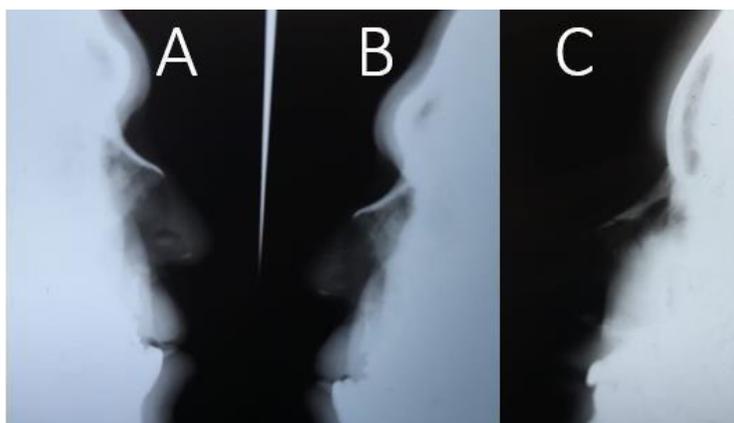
Radiografias em perfil com ossos nasais íntegros
